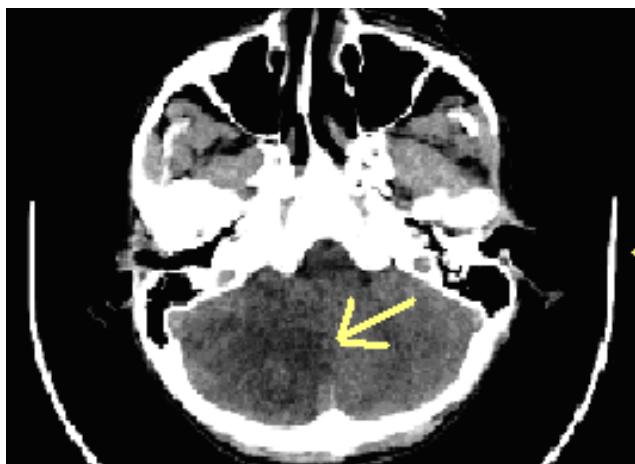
TAC de cráneo en el que se aprecian hipodensidades cerebelosas
